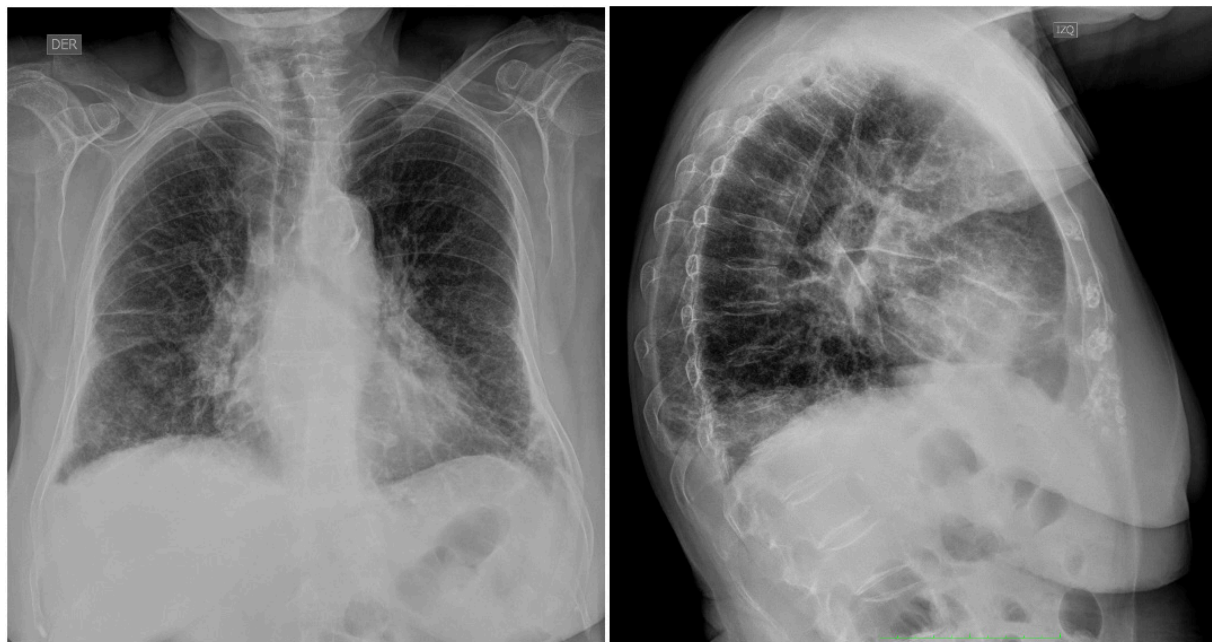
Radiografía de tórax proyecciones frontal y lateral.
